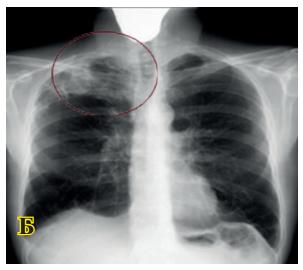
Цифровые рентгенограммы органов грудной клетки: A – om 11.04.2018 г.; B – om 28.09.2018 г. (описание в тексте)
